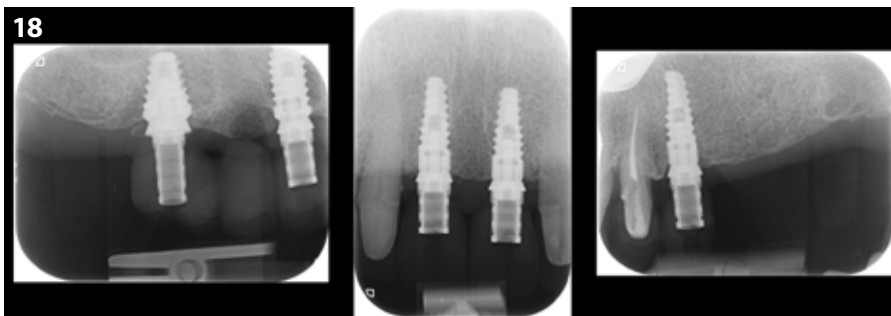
Radiografie periapicali per verificare l'alloggiamento dei restauri provvisori su impianti.
